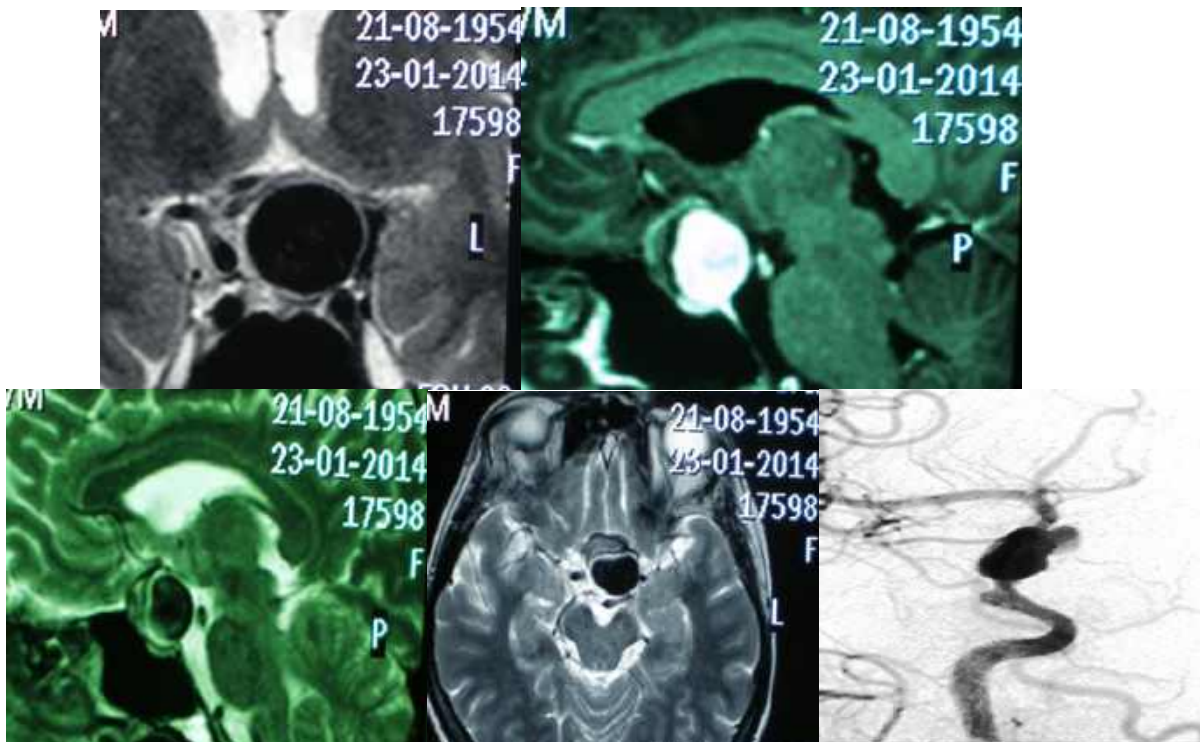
Хворий К-ін, 60 років. МРТ. Ендосупраселлярний об'ємний процес, підозра на аневризму ВСА. САГ: Аневризма супракліноїдної частини ВСА. Спостереження з групи диференційної діагностики.
